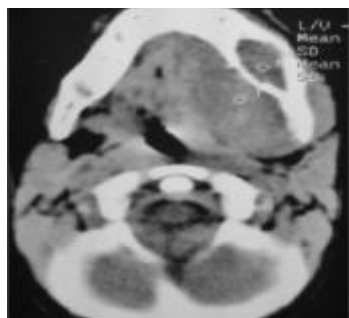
TDM mandibulaire en coupe axiale montrant l'aspect et l'extension tumorale
